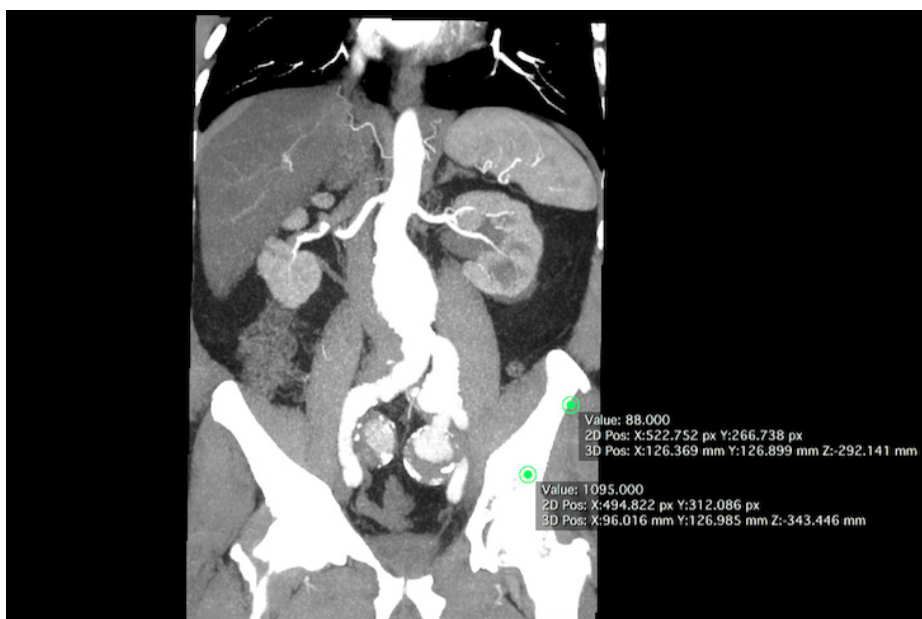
Coronal preoperative angiotomography.
